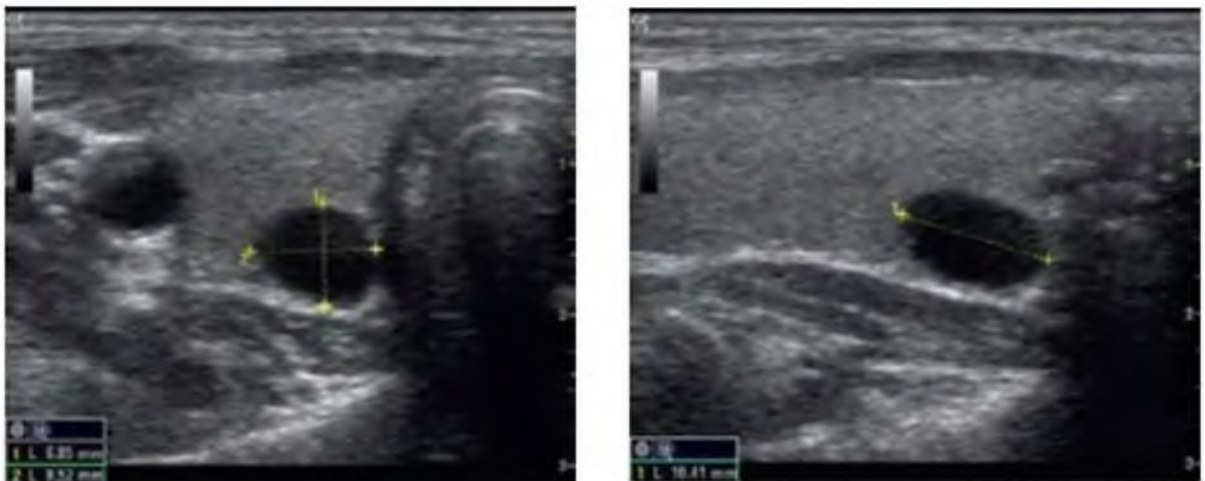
УЗИ: Узловые образования щитовидной железы
